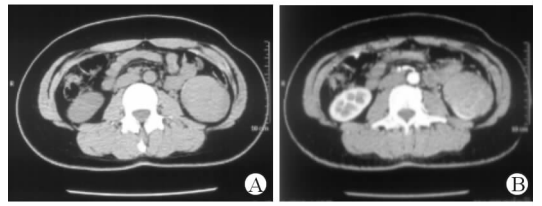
1 例 33 岁女性左肾 EAML 患者双肾 CT 扫描结果
